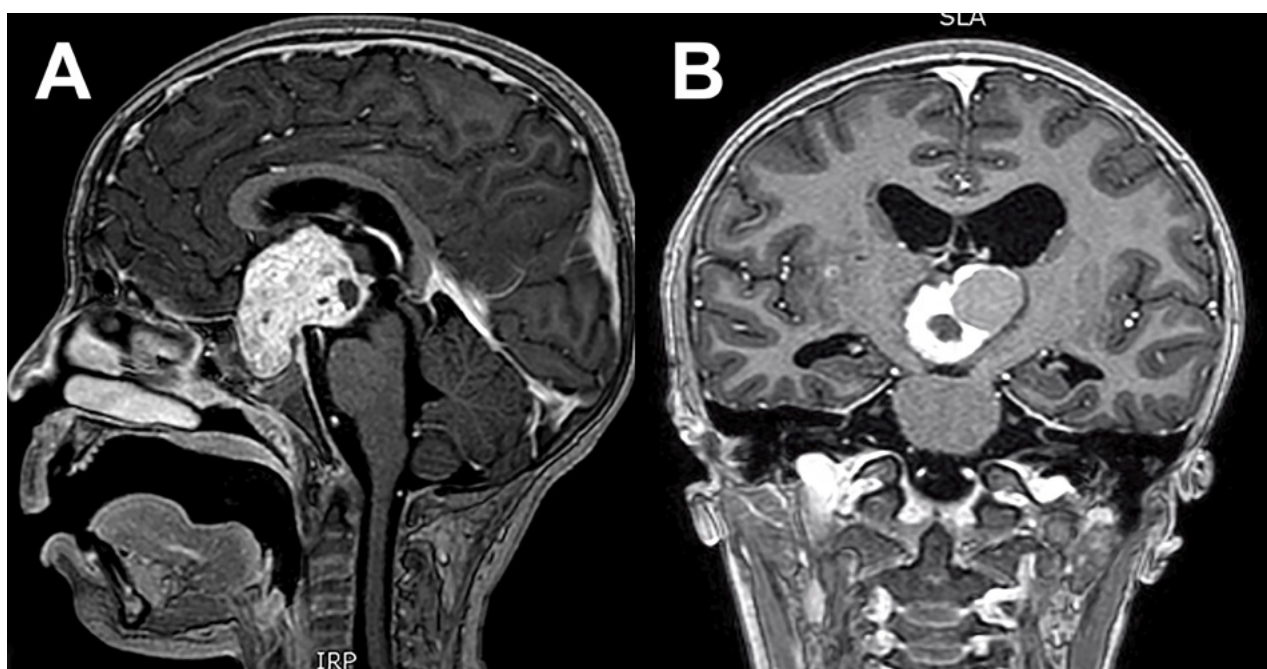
Resonancia magnética de cerebro con contraste. A y B. Corte sagital y coronal respectivamente donde se observa tumor sólido quístico en la región selar supraselar compatible con craneofaringioma.
